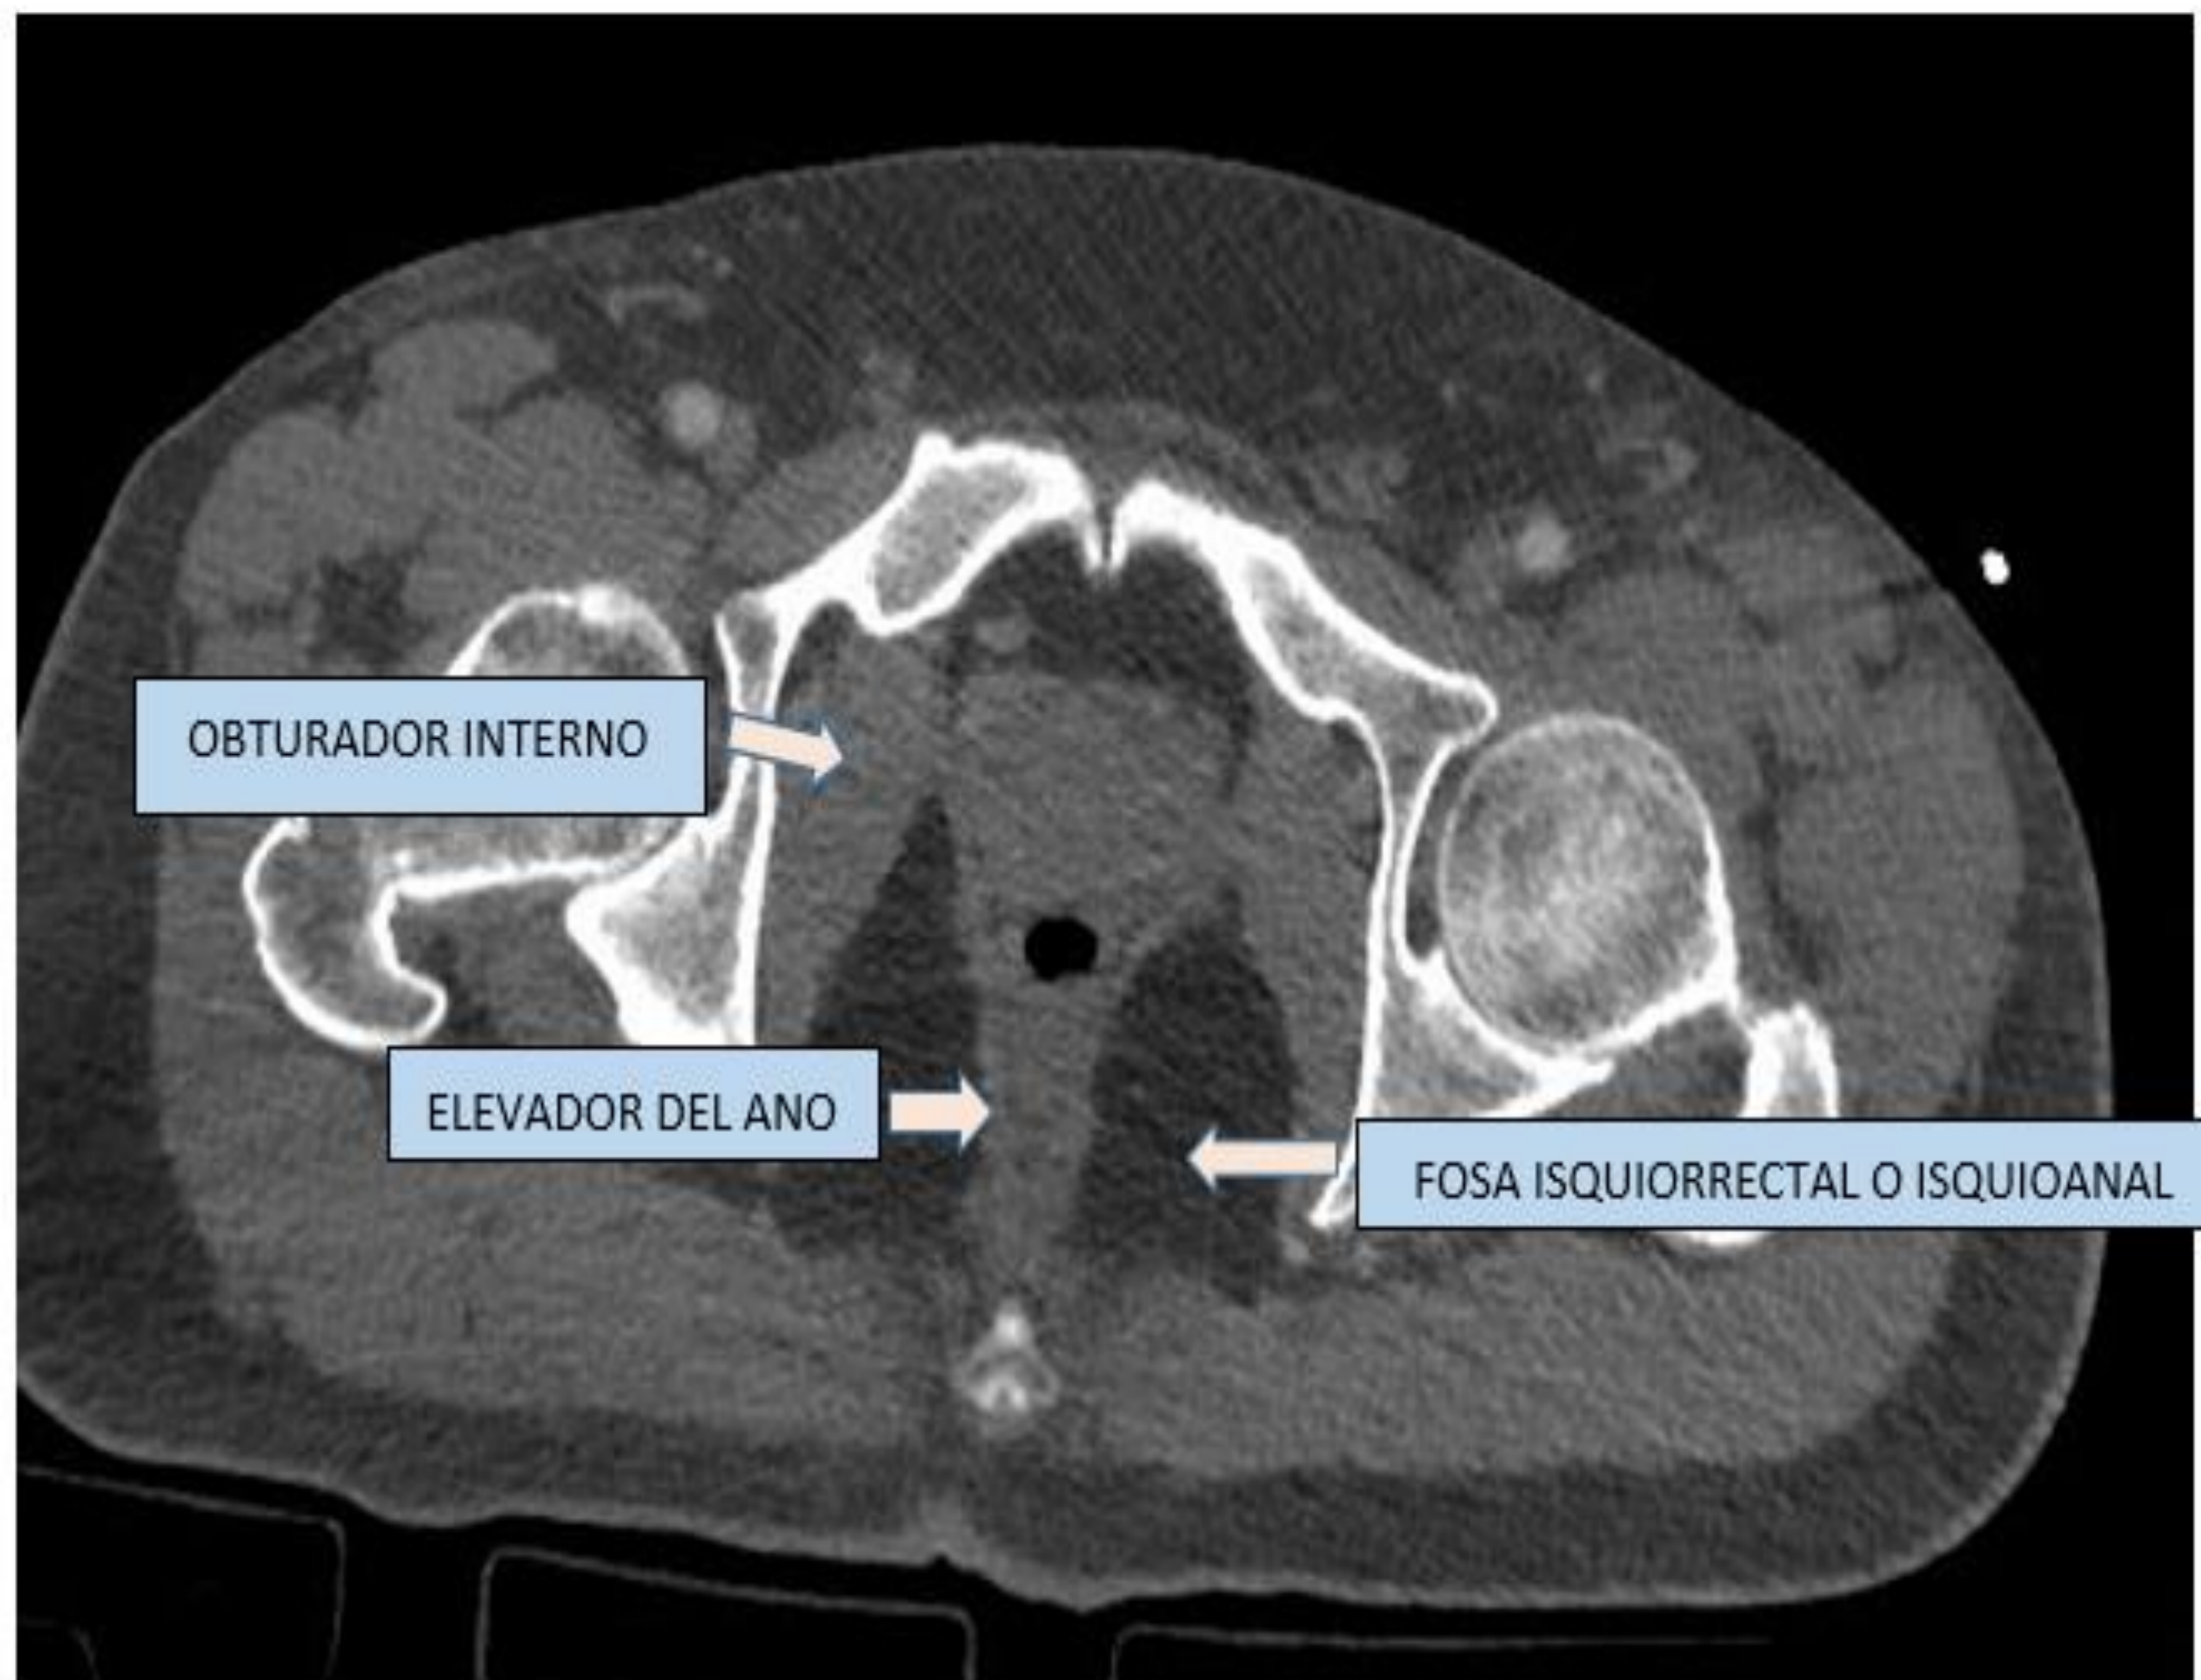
Corte axial de TC donde se muestra la fosa isquioanal y su relación con los músculos señalados.
